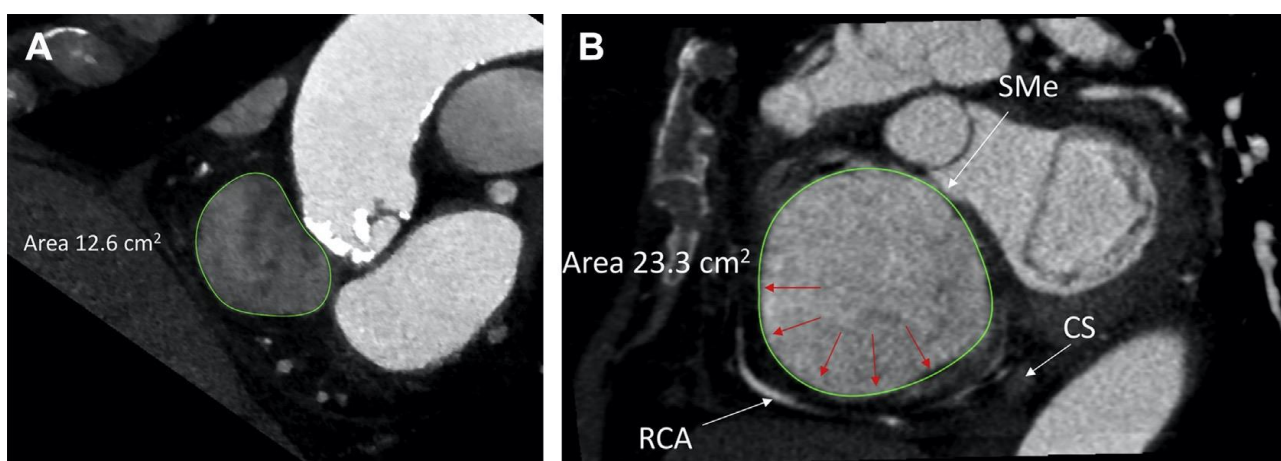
Image IRM montrant l'orifice tricuspide en diastole d'un sujet sain(A) et d'un patient présentant une insuffisance tricuspide fonctionnelle sévère(B).
